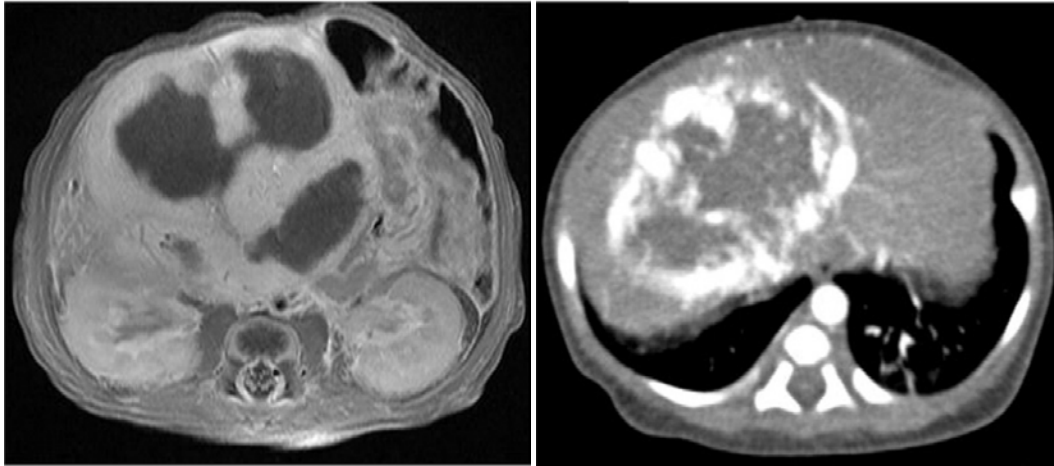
HI focal hépatique : de gauche à droite : IRM post gadolinium et TDM.(86)
